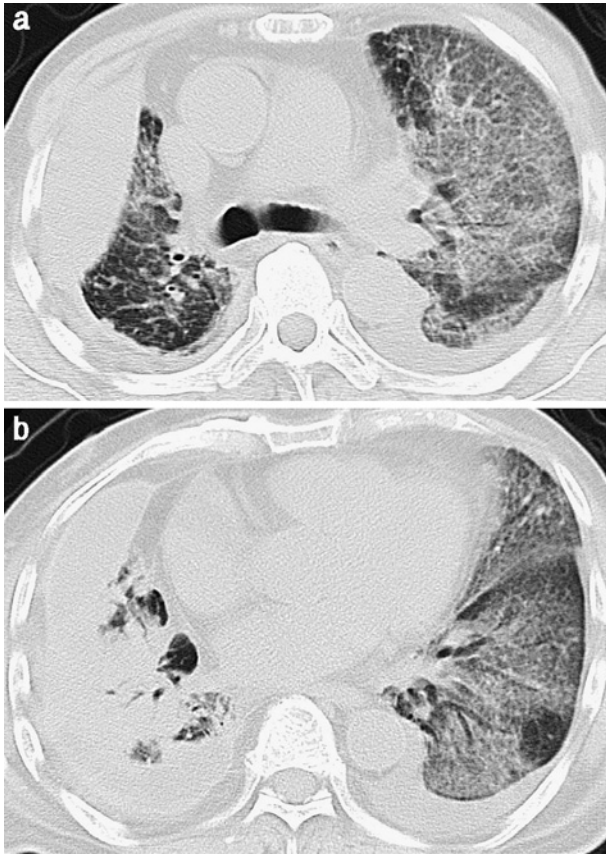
Chest CT scan showed the diffuse ground glass attenuation with bronchial dilatation (a, b).
